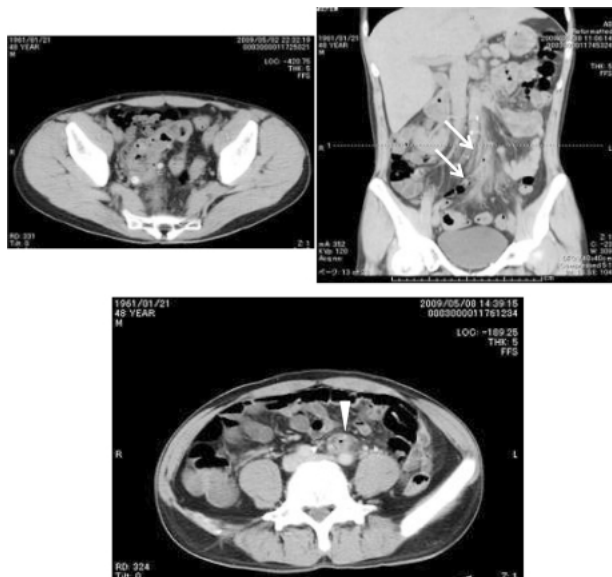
下腸間膜静脈IMV血栓症 48歳 造影CT(横断像、冠状断像)＋造影CT(横断像):S状結腸に憩室が多発しており、その周囲に炎症を示唆するdirty fat signが見られる。IMV分枝内にairを認める。当初は保存的に加療していたが、経過観察の造影CTでIMV内の血栓(矢頭)が中樞側に進展したため手術を行った。血管に沿っての変化は冠状断像がわかりやすい。血管の血管閉塞の有無や狭窄の程度、さらに灌流領域の血行の程度を把握するには造影CTが有用である。
